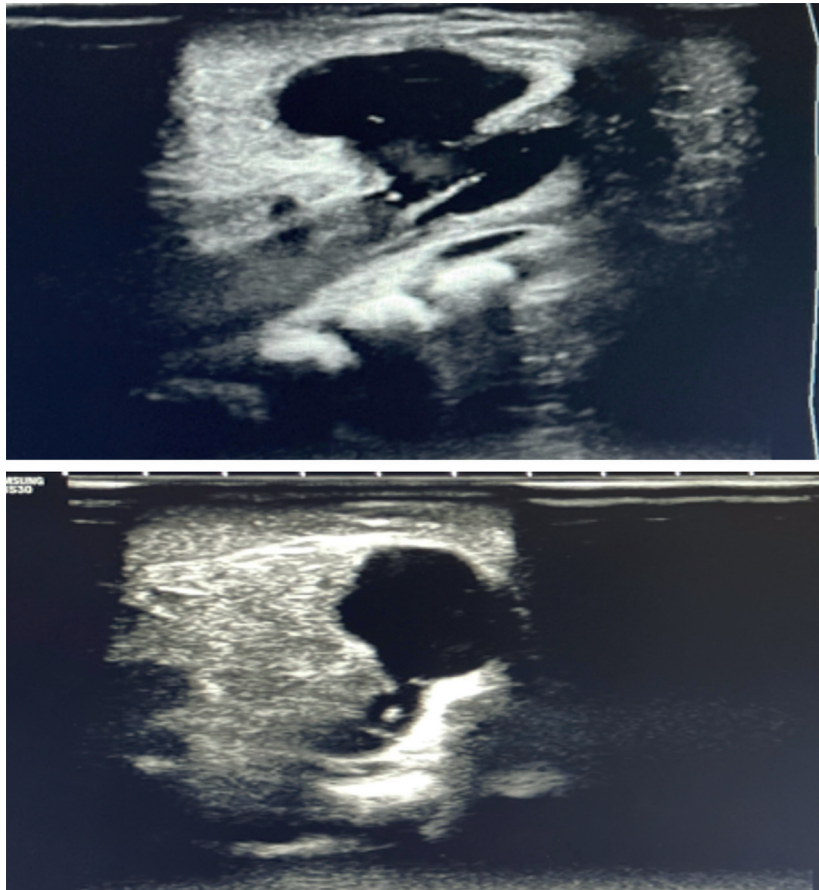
Imagen de ecografía espinal que evidencia el defecto en la columna lumbar y el contenido sacular asociado.
